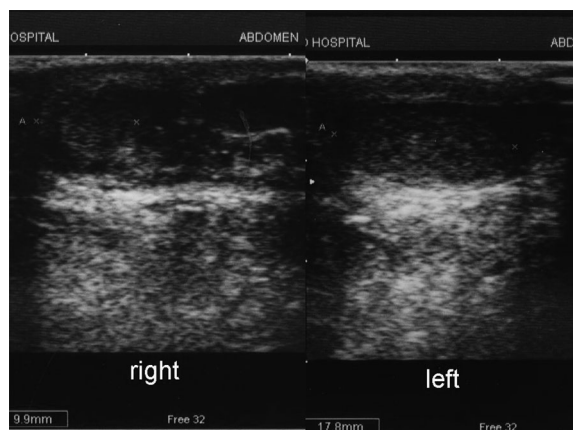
Testicular ultrasonography demonstrated a low echoic region with a relatively uniform content in the left testis and a central low echoic small mass surrounded by a high echoic region in the right testis.
